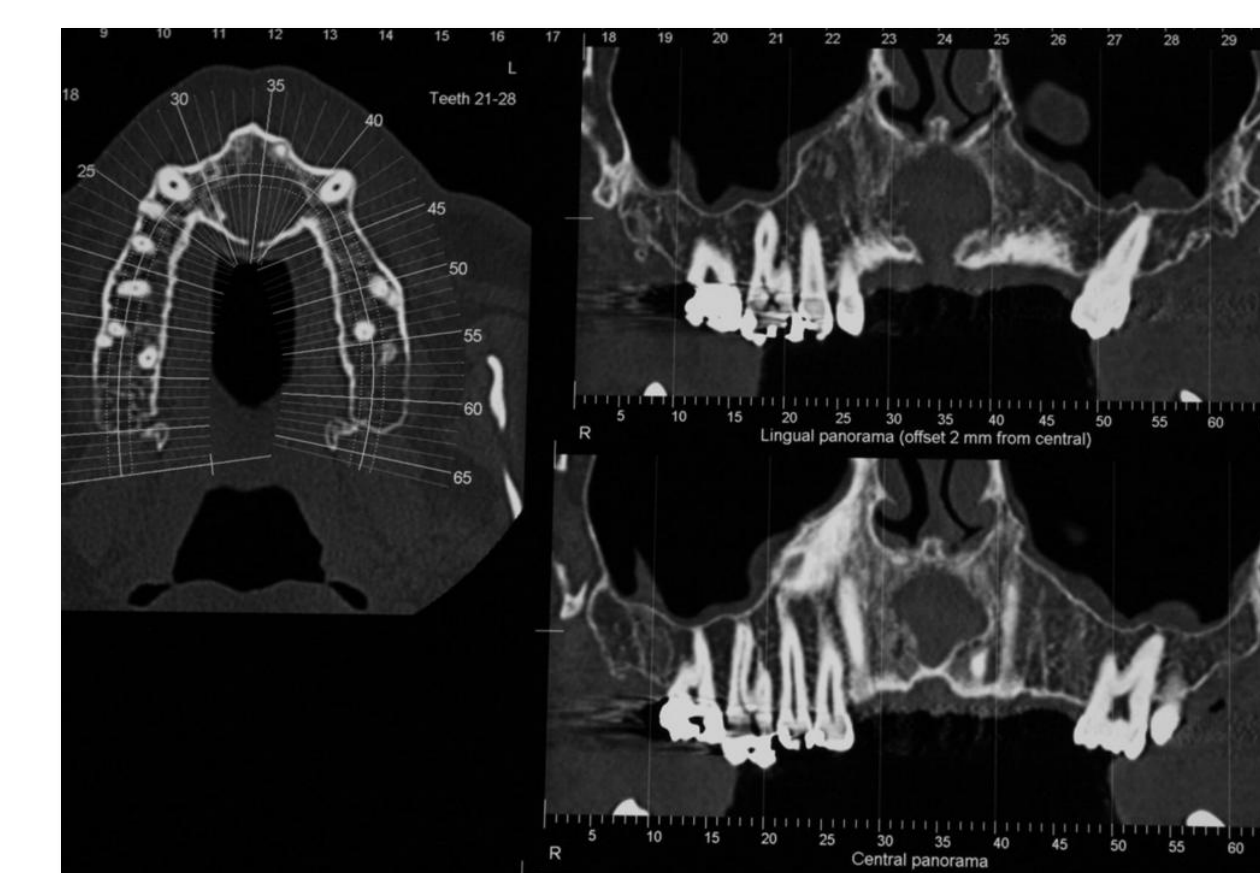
Tomografia axial computadorizada – cortes frontais e axial.
